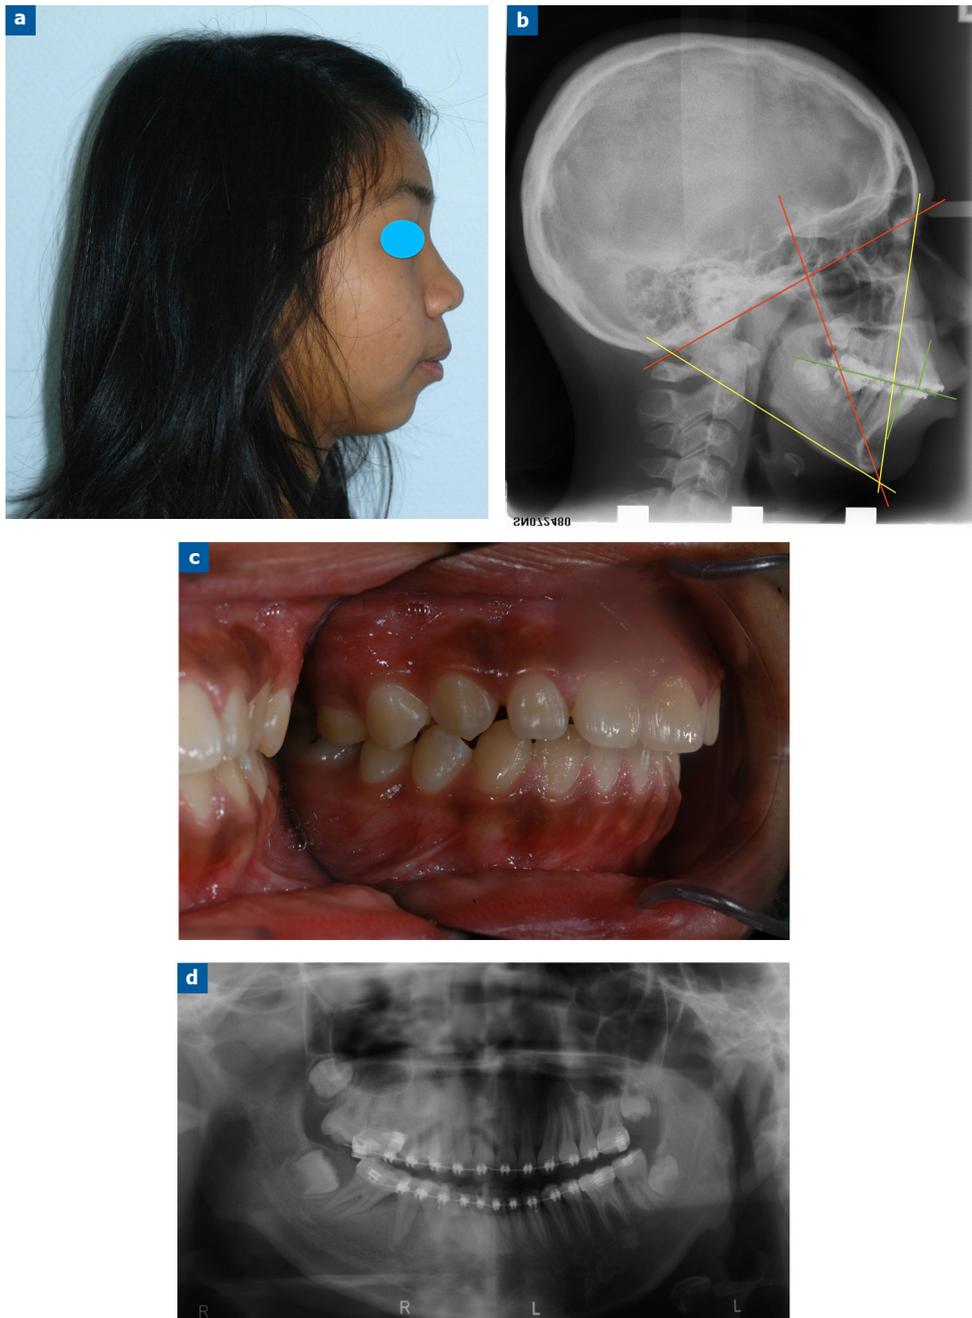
Enfant de 13 ans présentant un SAOS modéré, une rétromandibulie avec rotation postérieure. Échec d'une amygdalectomie réalisée pour libérer le carrefour oropharyngé. Persistance d'une respiration buccale et de ronflements nocturnes. Une préparation orthodontique avec appareil multi-attaches en vue d'une chirurgie orthognathique d'avancée mandibulaire et maxillaire type Lefort 1 avec rotation antérieure est prévue : a : photographie de profil ; b : téléradiographie de profil et analyse céphalométrique confirmant la rétromandibulie ; c : vue latérale de l'occlusion ; d : orthopantomogramme.
